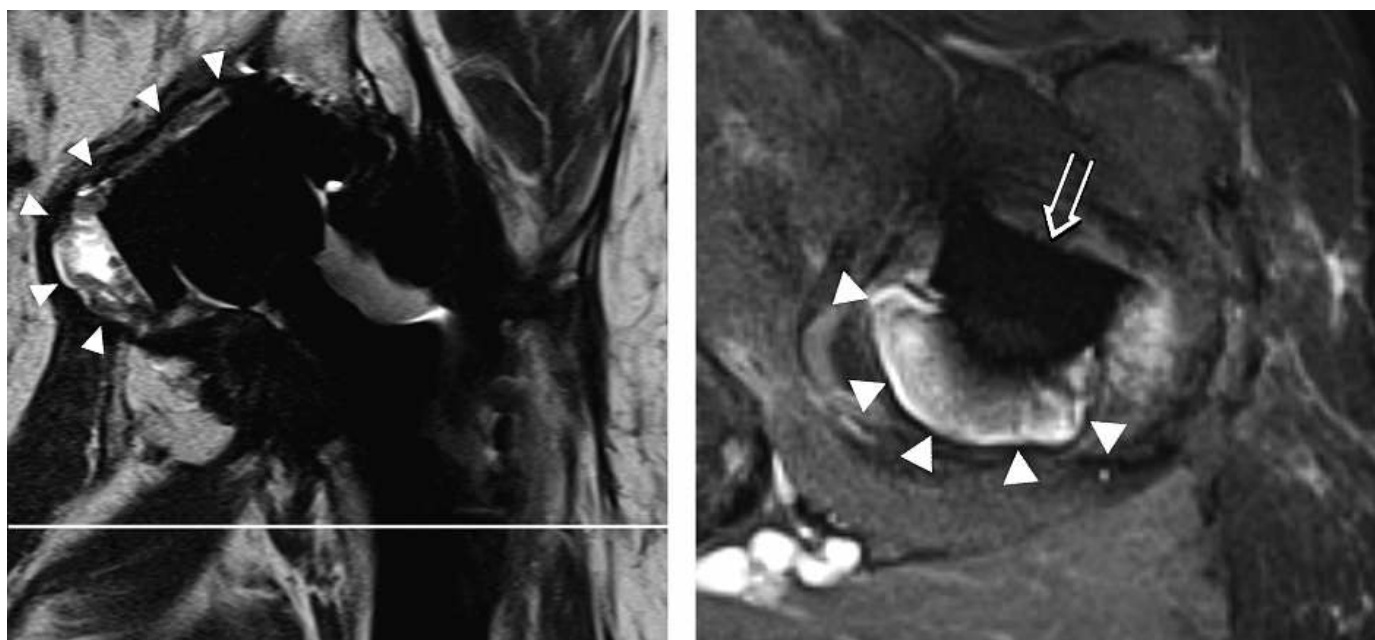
[42] : Descellement de la cupule d'une prothèse de hanche visualisé à l'IRM, en coupe coronale, séquence pondérée en T2 (A); descellement caractérisé par un contour lytique (pointes de flèches). La ligne blanche en (A) marque le plan de coupe en (B). L'ostéolyse prononcée (pointes de flèches) autour du corps prothétique (flèche ouverte) est bien visible en coupe transversale, séquence STIR optimisée (B).
